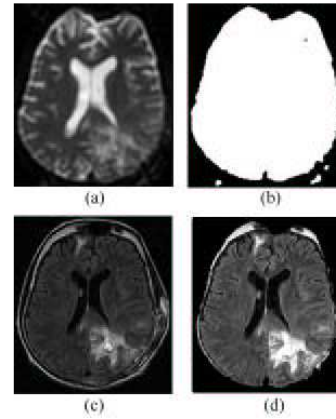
Création du masque du crâne (a) : IRM mode EPI, (b) : Masque EPI, (c) : IRM mode flair, (d) : Résultat du masque EPI sur l'image flair
